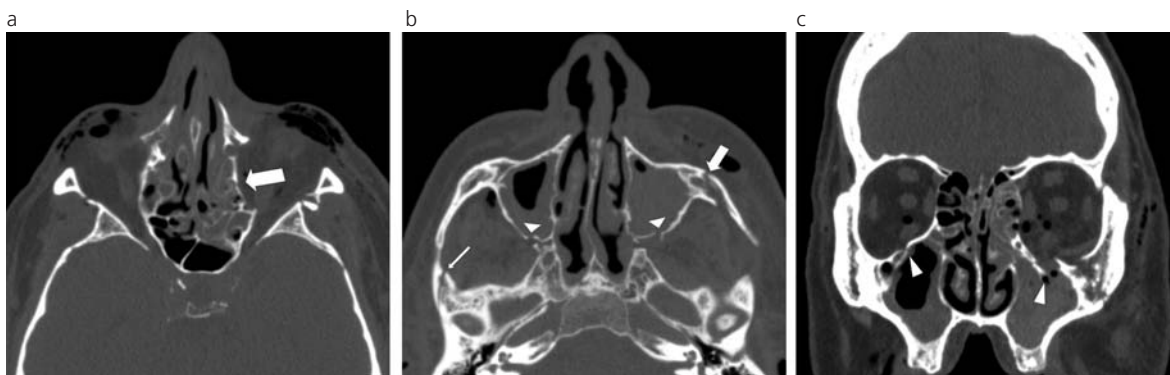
TC multicorte de un paciente masculino de 61 años de edad que sufrió un accidente automovilístico. (a) Corte axial en ventana ósea. La flecha indica fractura y hundimiento de la lámina papirácea izquierda con ocupación de celdillas etmoidales. (b) Corte más caudal en ventana ósea. Se observa ocupación de ambos senos maxilares con múltiples fracturas bilaterales. Nótese las fracturas de la pared posterior de los senos maxilares (cabecitas de flechas), del hueso malar izquierdo (flecha gruesa) y de la arcada cigomática derecha (flecha fina). (c) Corte coronal en ventana ósea. Se evidencian las fracturas de ambos pisos orbitarios (cabecitas de flechas) con desplazamiento inferior hacia los senos maxilares. En el lado izquierdo el trazo compromete al conducto del nervio infraorbitario, hallazgo de gran importancia funcional y terapéutica en este caso particular.
